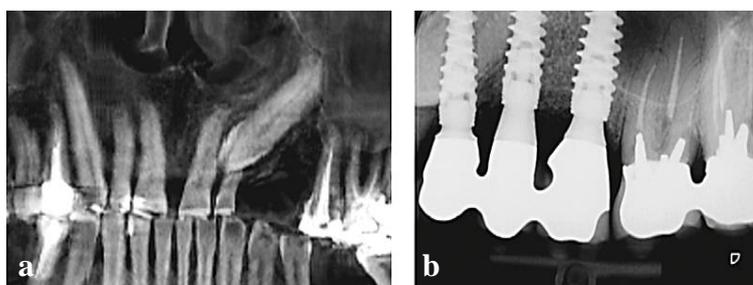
cas numéro 10. Radiographie pré-opératoire montrant la 23 incluse ainsi que la persistance de l'incisive latérale de lait. Celle-ci n'étant pas mobile, le patient ne souhaite pas la faire remplacer ; b. radiographie rétro-alvéolaire post-opératoire lors du contrôle à 1 an avec l'implant sur le site de la 23 et 24 en contact avec la canine incluse (36).
